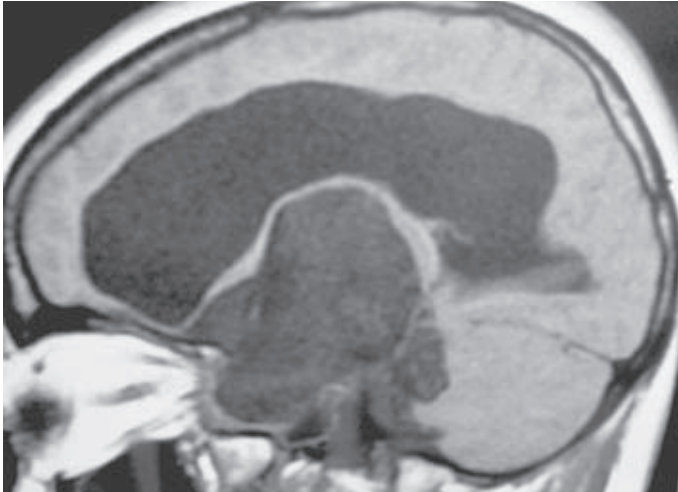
RM cerebral, secuencia T1. Colesteatoma intraventricular en línea media.
